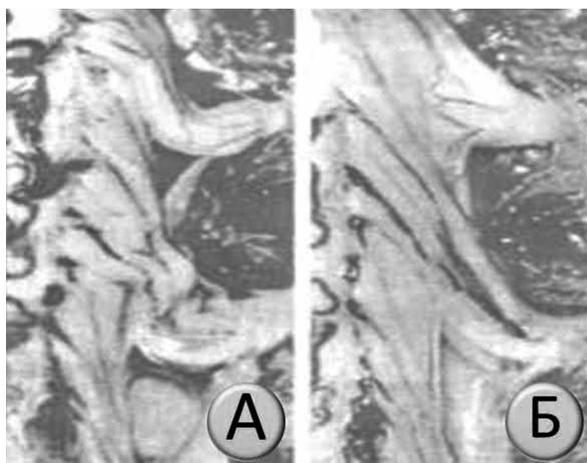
Магниторезонансные томограммы оболочек спинного мозга (по Ж.-П. Барралю и А. Кробьеру [2]). Изменения складок твёрдой мозговой оболочки, обеспечивающие двигательные резервы при движении позвоночника. Обозначения: А – позвоночник в положении экстензии, Б – позвоночник в положении флексии
